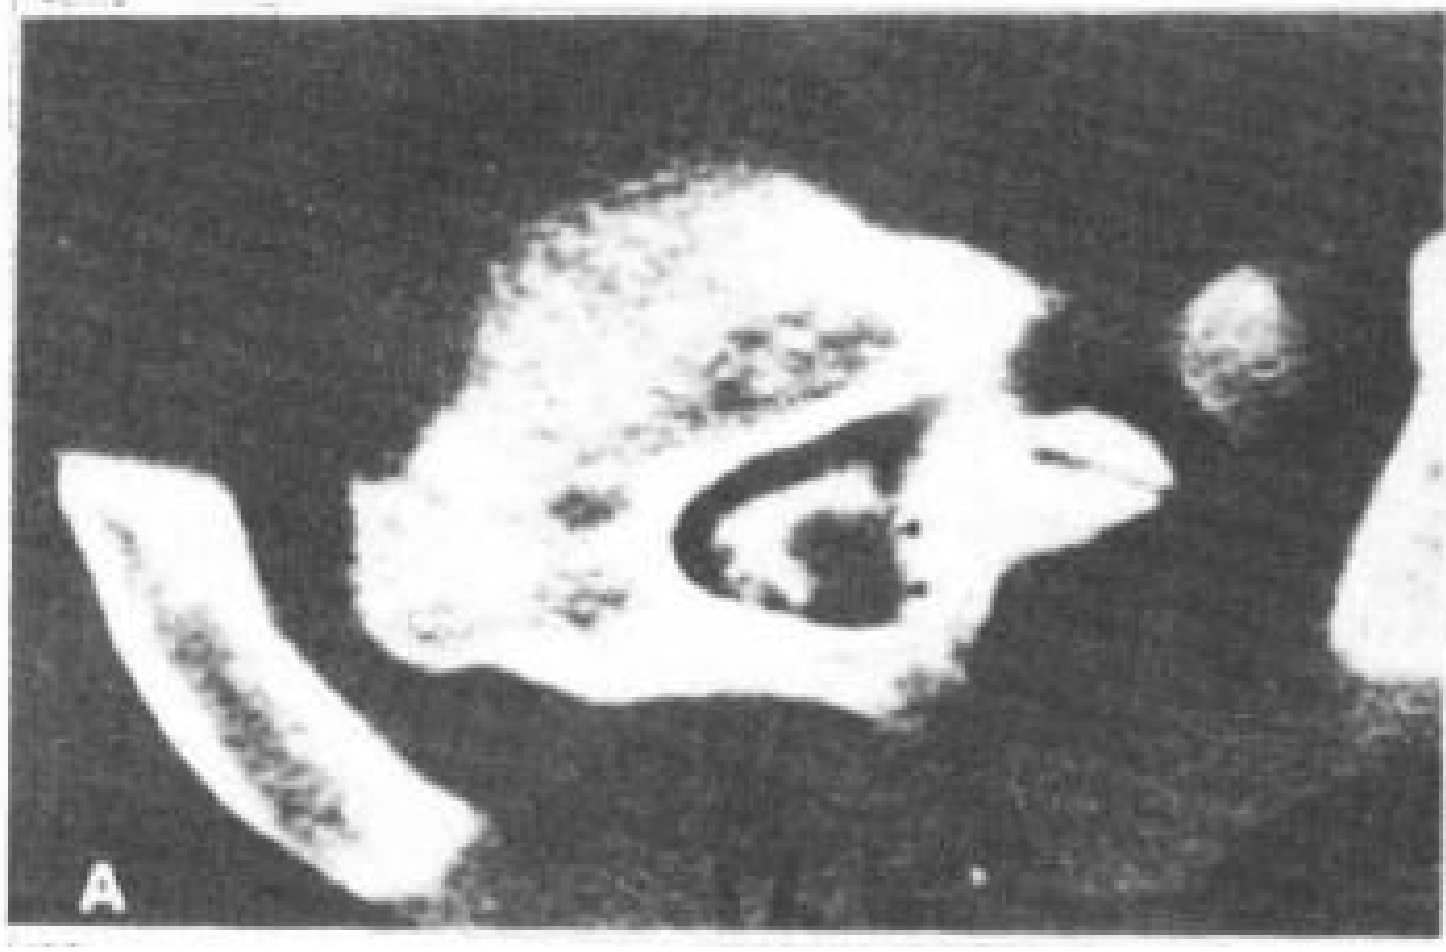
48 胸椎皮窦。13岁女孩。CT 脊髓造影。
